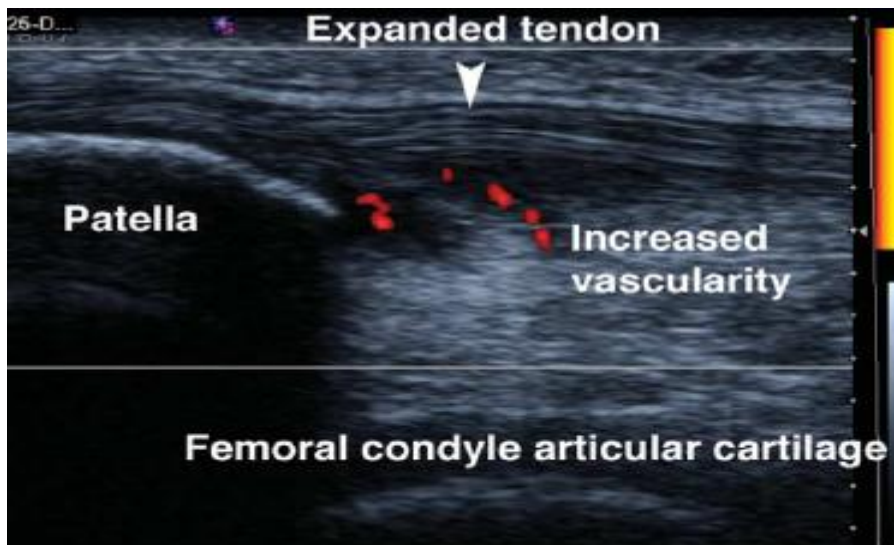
Echodoppler pulsé objectivant l'hyperhémie focale. [3]
